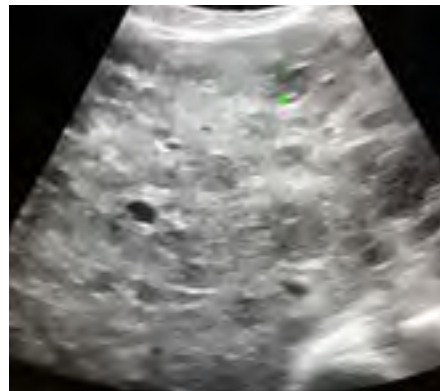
Ultrasonografie abdominală – multiple imagini nodulare, hipoecogene
